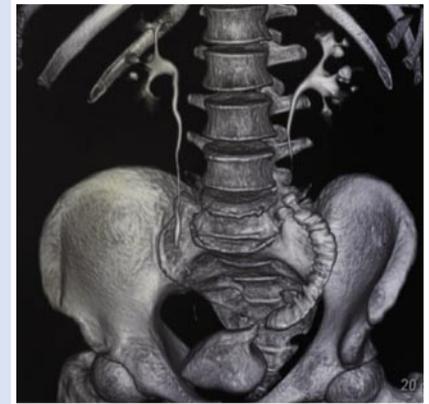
Данные КТ с 3D-реконструкцией от 16.12.2016 г. Отток контраста по искусственному мочеточнику не нарушен, признаков рецидива онкологического процесса не выявлено. Правый мочеточник не изменен
